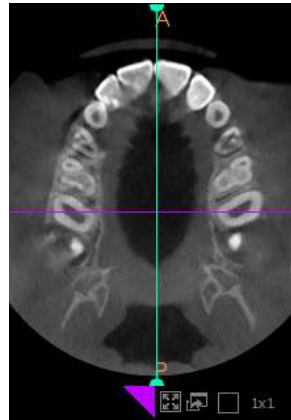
Corte axial CBCT. Línea a nivel central de primeros molares superiores.
